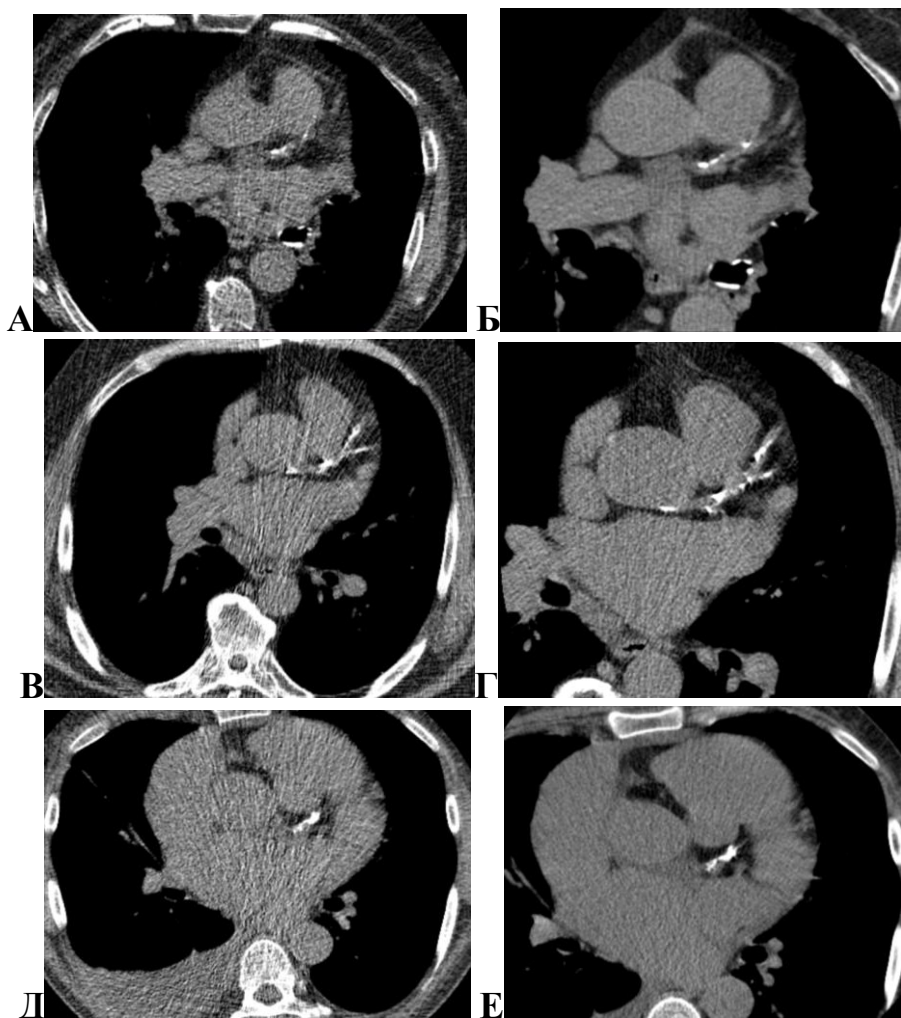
Аксиальные КТ изображения для расчета КИ. А-Б, В-Г, Д-Е. Реконструкции изображений НДКТ ОГК по 3мм для расчета КИ (А, В, Д) и стандартная методика КИ (Б, Г, Е) с ЭКГ синхронизацией у одних и тех же пациентов
